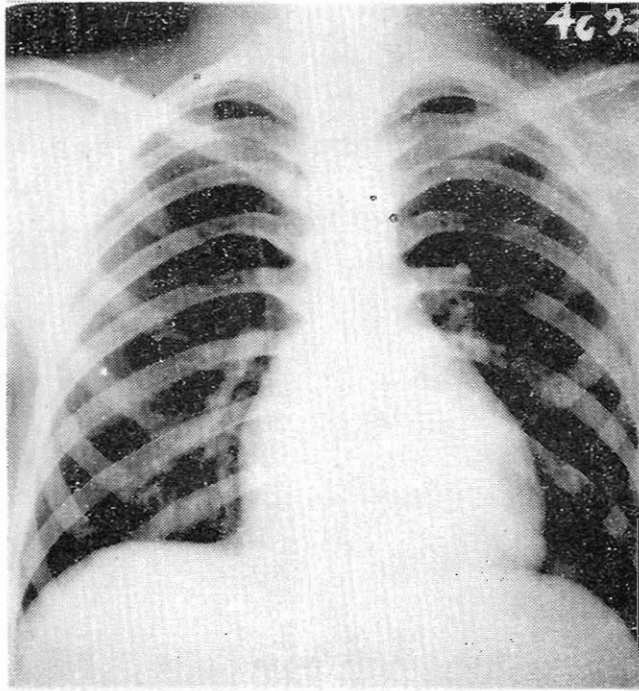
Teleradiografía mostrando ligera cardiomegalia, pedículo estrecho y cierta reducción de la vascularización pulmonar.
